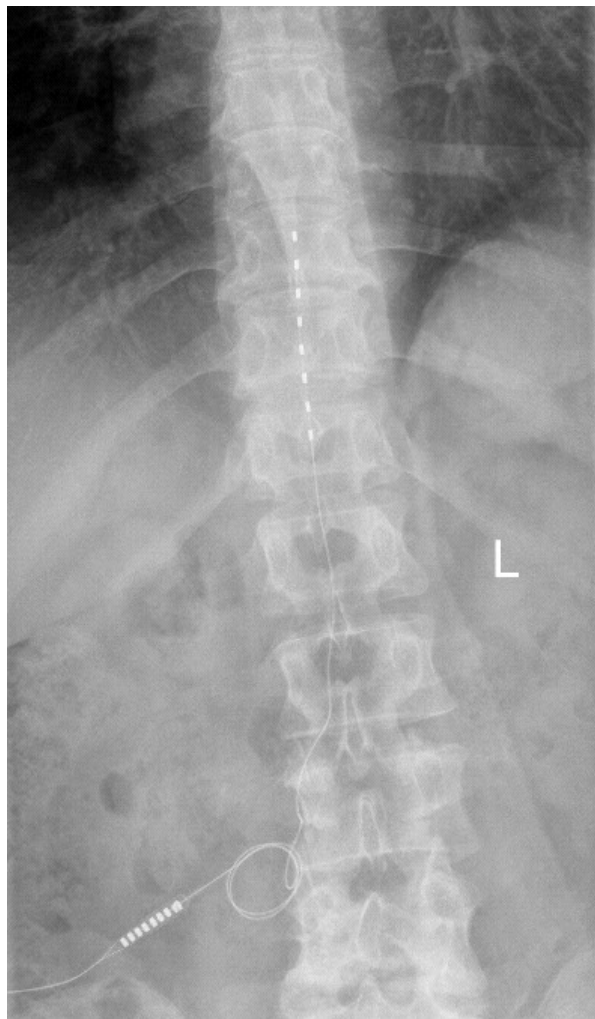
Röntgenbild mit Darstellung einer acht-poligen Elektrode im Bereich der unteren Brustwirbelsäule zur epiduralen Rückenmarkstimulation
